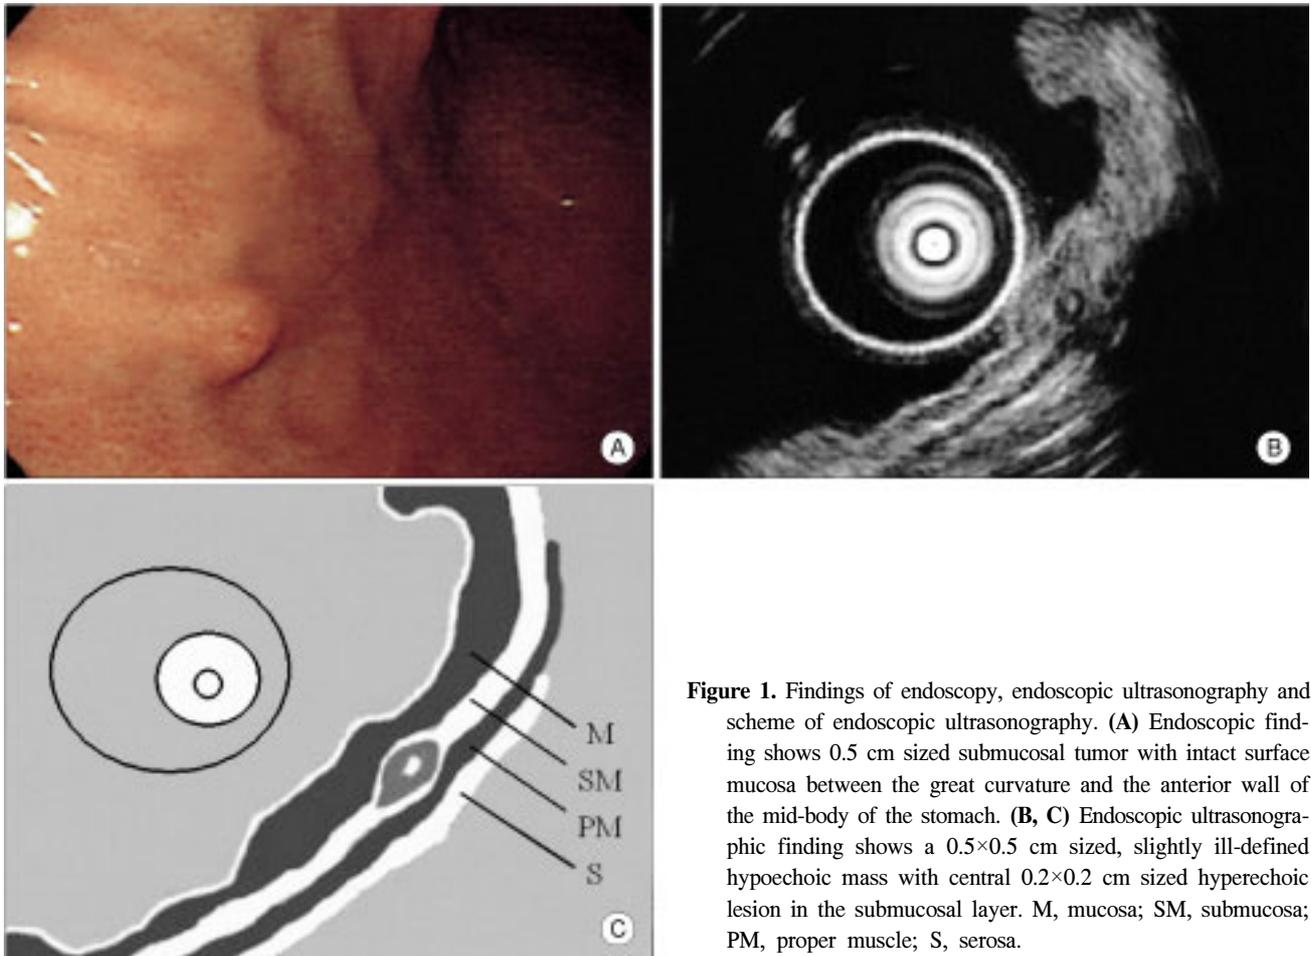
Findings of endoscopy, endoscopic ultrasonography and scheme of endoscopic ultrasonography. (A) Endoscopic finding shows 0.5 cm sized submucosal tumor with intact surface mucosa between the great curvature and the anterior wall of the mid-body of the stomach. (B, C) Endoscopic ultrasonographic finding shows a 0.5×0.5 cm sized, slightly ill-defined hypoechoic mass with central 0.2×0.2 cm sized hyperechoic lesion in the submucosal layer. M, mucosa; SM, submucosa; PM, proper muscle; S, serosa.
